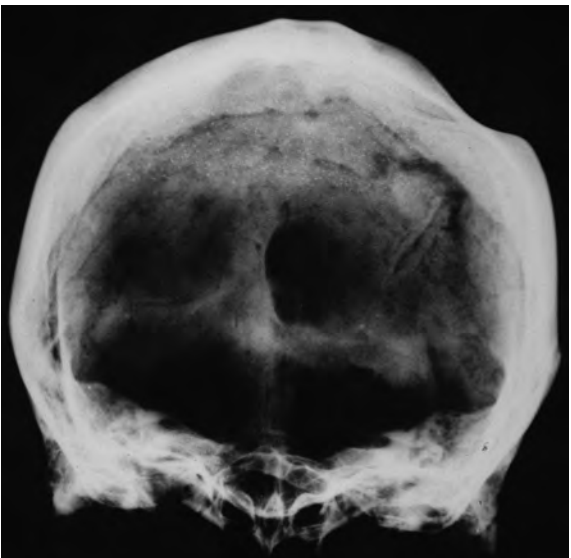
Radiografia anteroposterior que mostra l'asimetria de l'aprimament, tan intens en el costat dret, que la radiografia dona una pseudoimatge de perforació.
